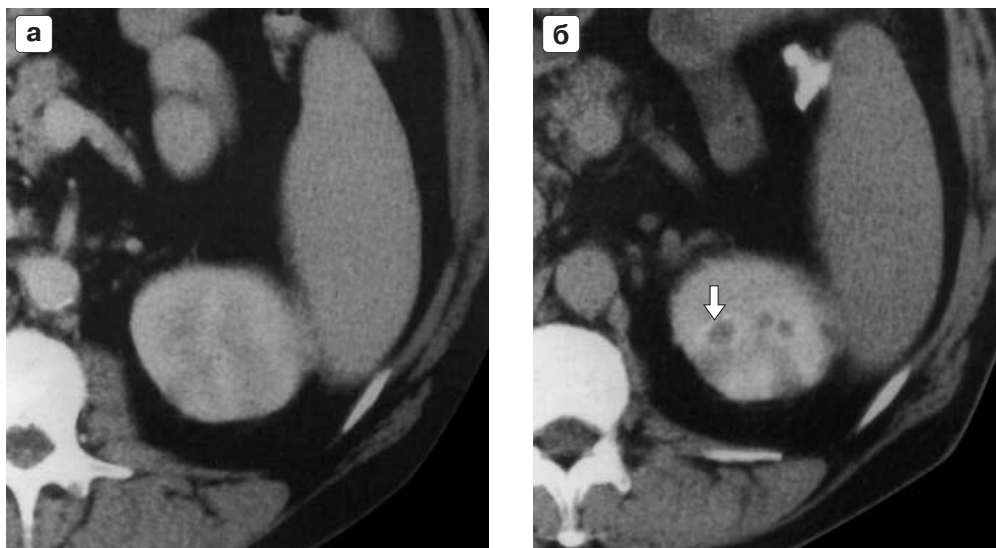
Двусторонний острый пиелонефрит. Мужчина 42 лет с лихорадкой, желтухой, поясничными болями и лейкоцитозом. а – КТ непосредственно после введения контрастного вещества. Снижение контрастности левой почки неоднородного характера. б – отсроченная КТ, выполненная через 3 ч после инъекции. Множественные мелкие очаги пониженной плотности, являющиеся отображением мелких абсцессов, окруженные ободками повышенной плотности. В области заднего сегмента почки определяется участок повышенного накопления контрастного вещества конической формы. Рисунки с согласия авторов взяты из статьи L. Dalla-Palma et al. (1995).
